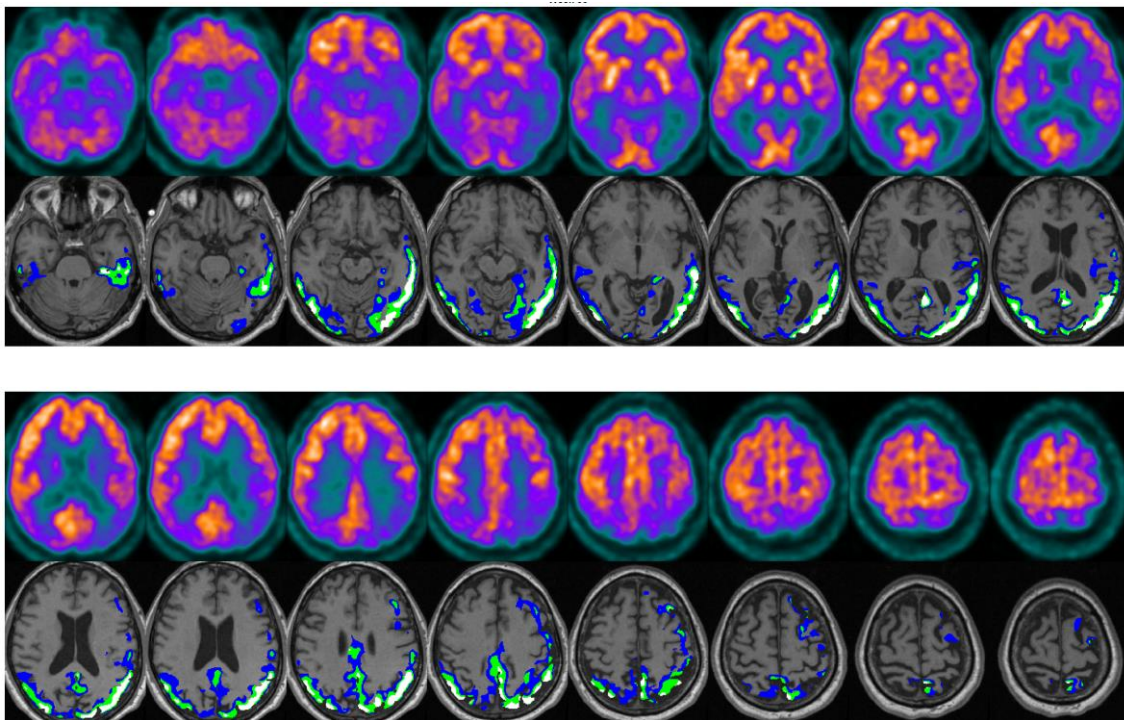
En la fila 1 y 3 se muestran cortes axiales del PET-FDG normalizado y en las filas 2 y 4 se muestran los cortes axiales de la T1-RM normalizada con la superposición de la imagen paramétrica defecto.
